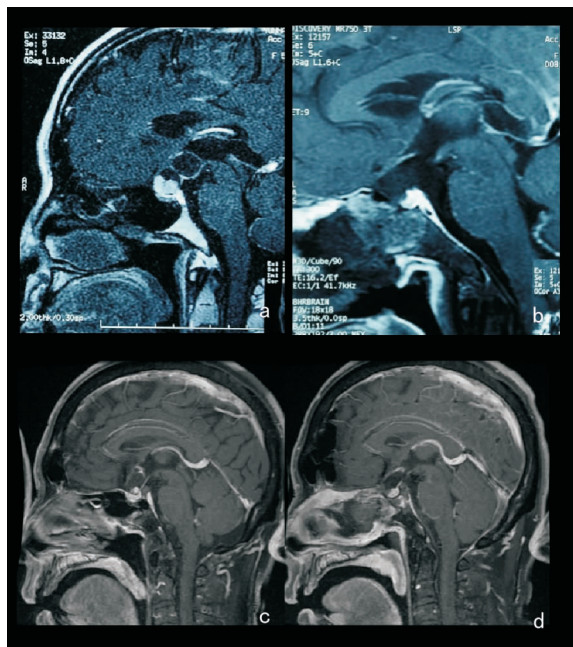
颅咽管瘤患者 a: 术前 MRI; b: 术后 MRI; c、d: 术中保留垂体柄
